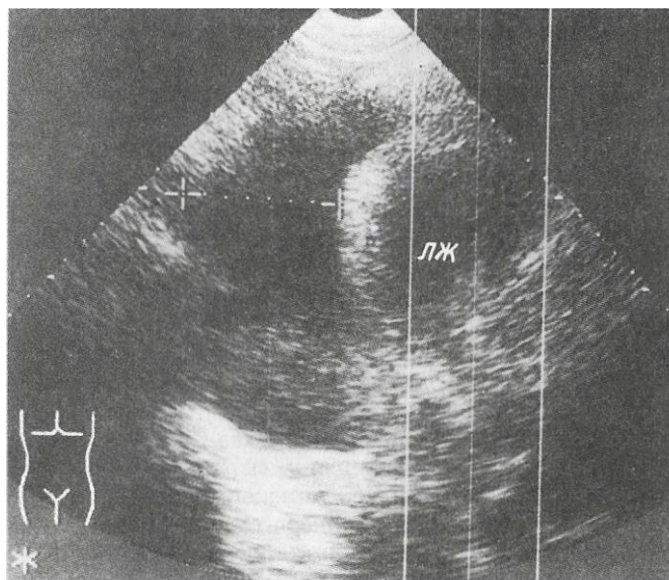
Эхокардиограмма больной К., 64 года.
